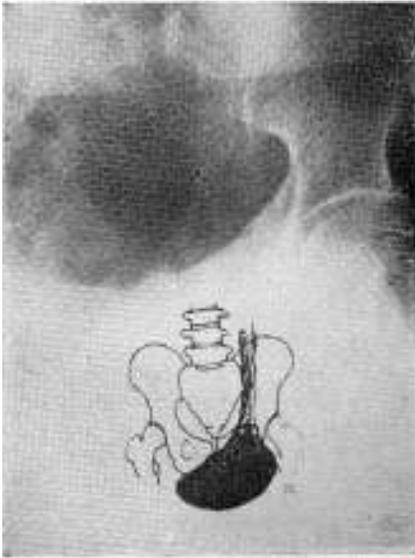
Radiografía de pie. Líquido de retención gástrica intra herniario.
